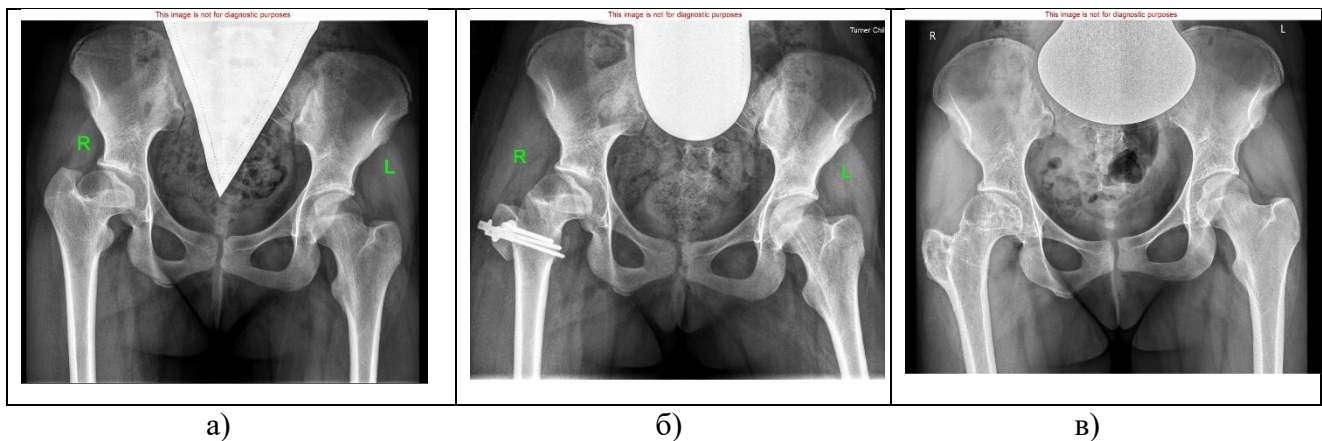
Рентгенограммы пациентки Т., 14 лет: а) многоплоскостная деформация проксимального отдела правой бедренной кости с высоким стоянием большого вертела – до лечения; б) непосредственно после операции; в) через 3 года после оперативного лечения
